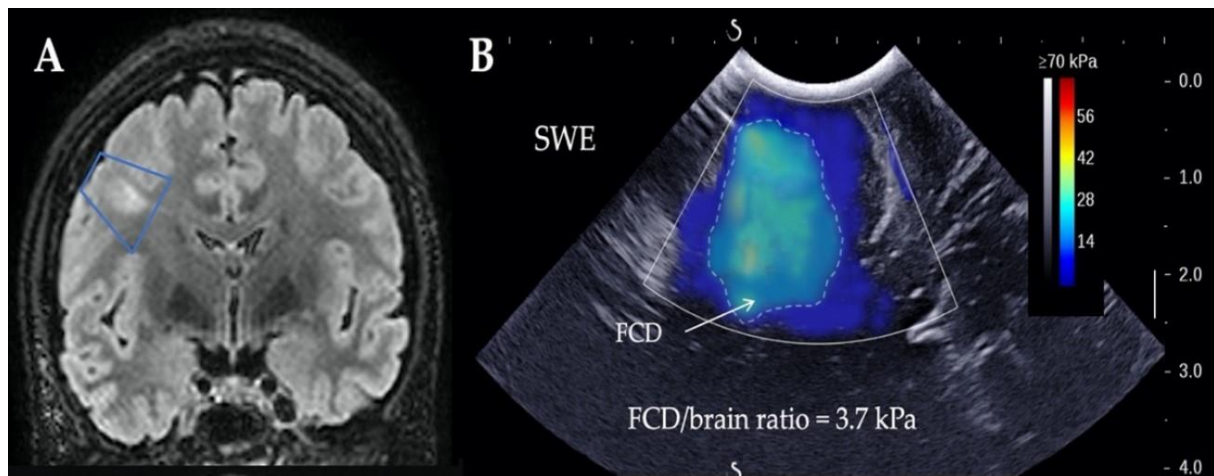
Lésion responsable d'épilepsie (dysplasie corticale focale) visible sur l'IRM cérébrale du patient (encadré bleu, image de gauche). (68)
